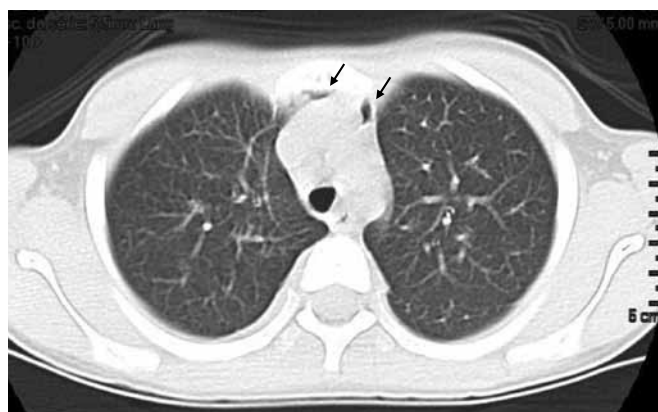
Tomografia computadorizada torácica demonstrando ar no mediastino anterior e superior.
